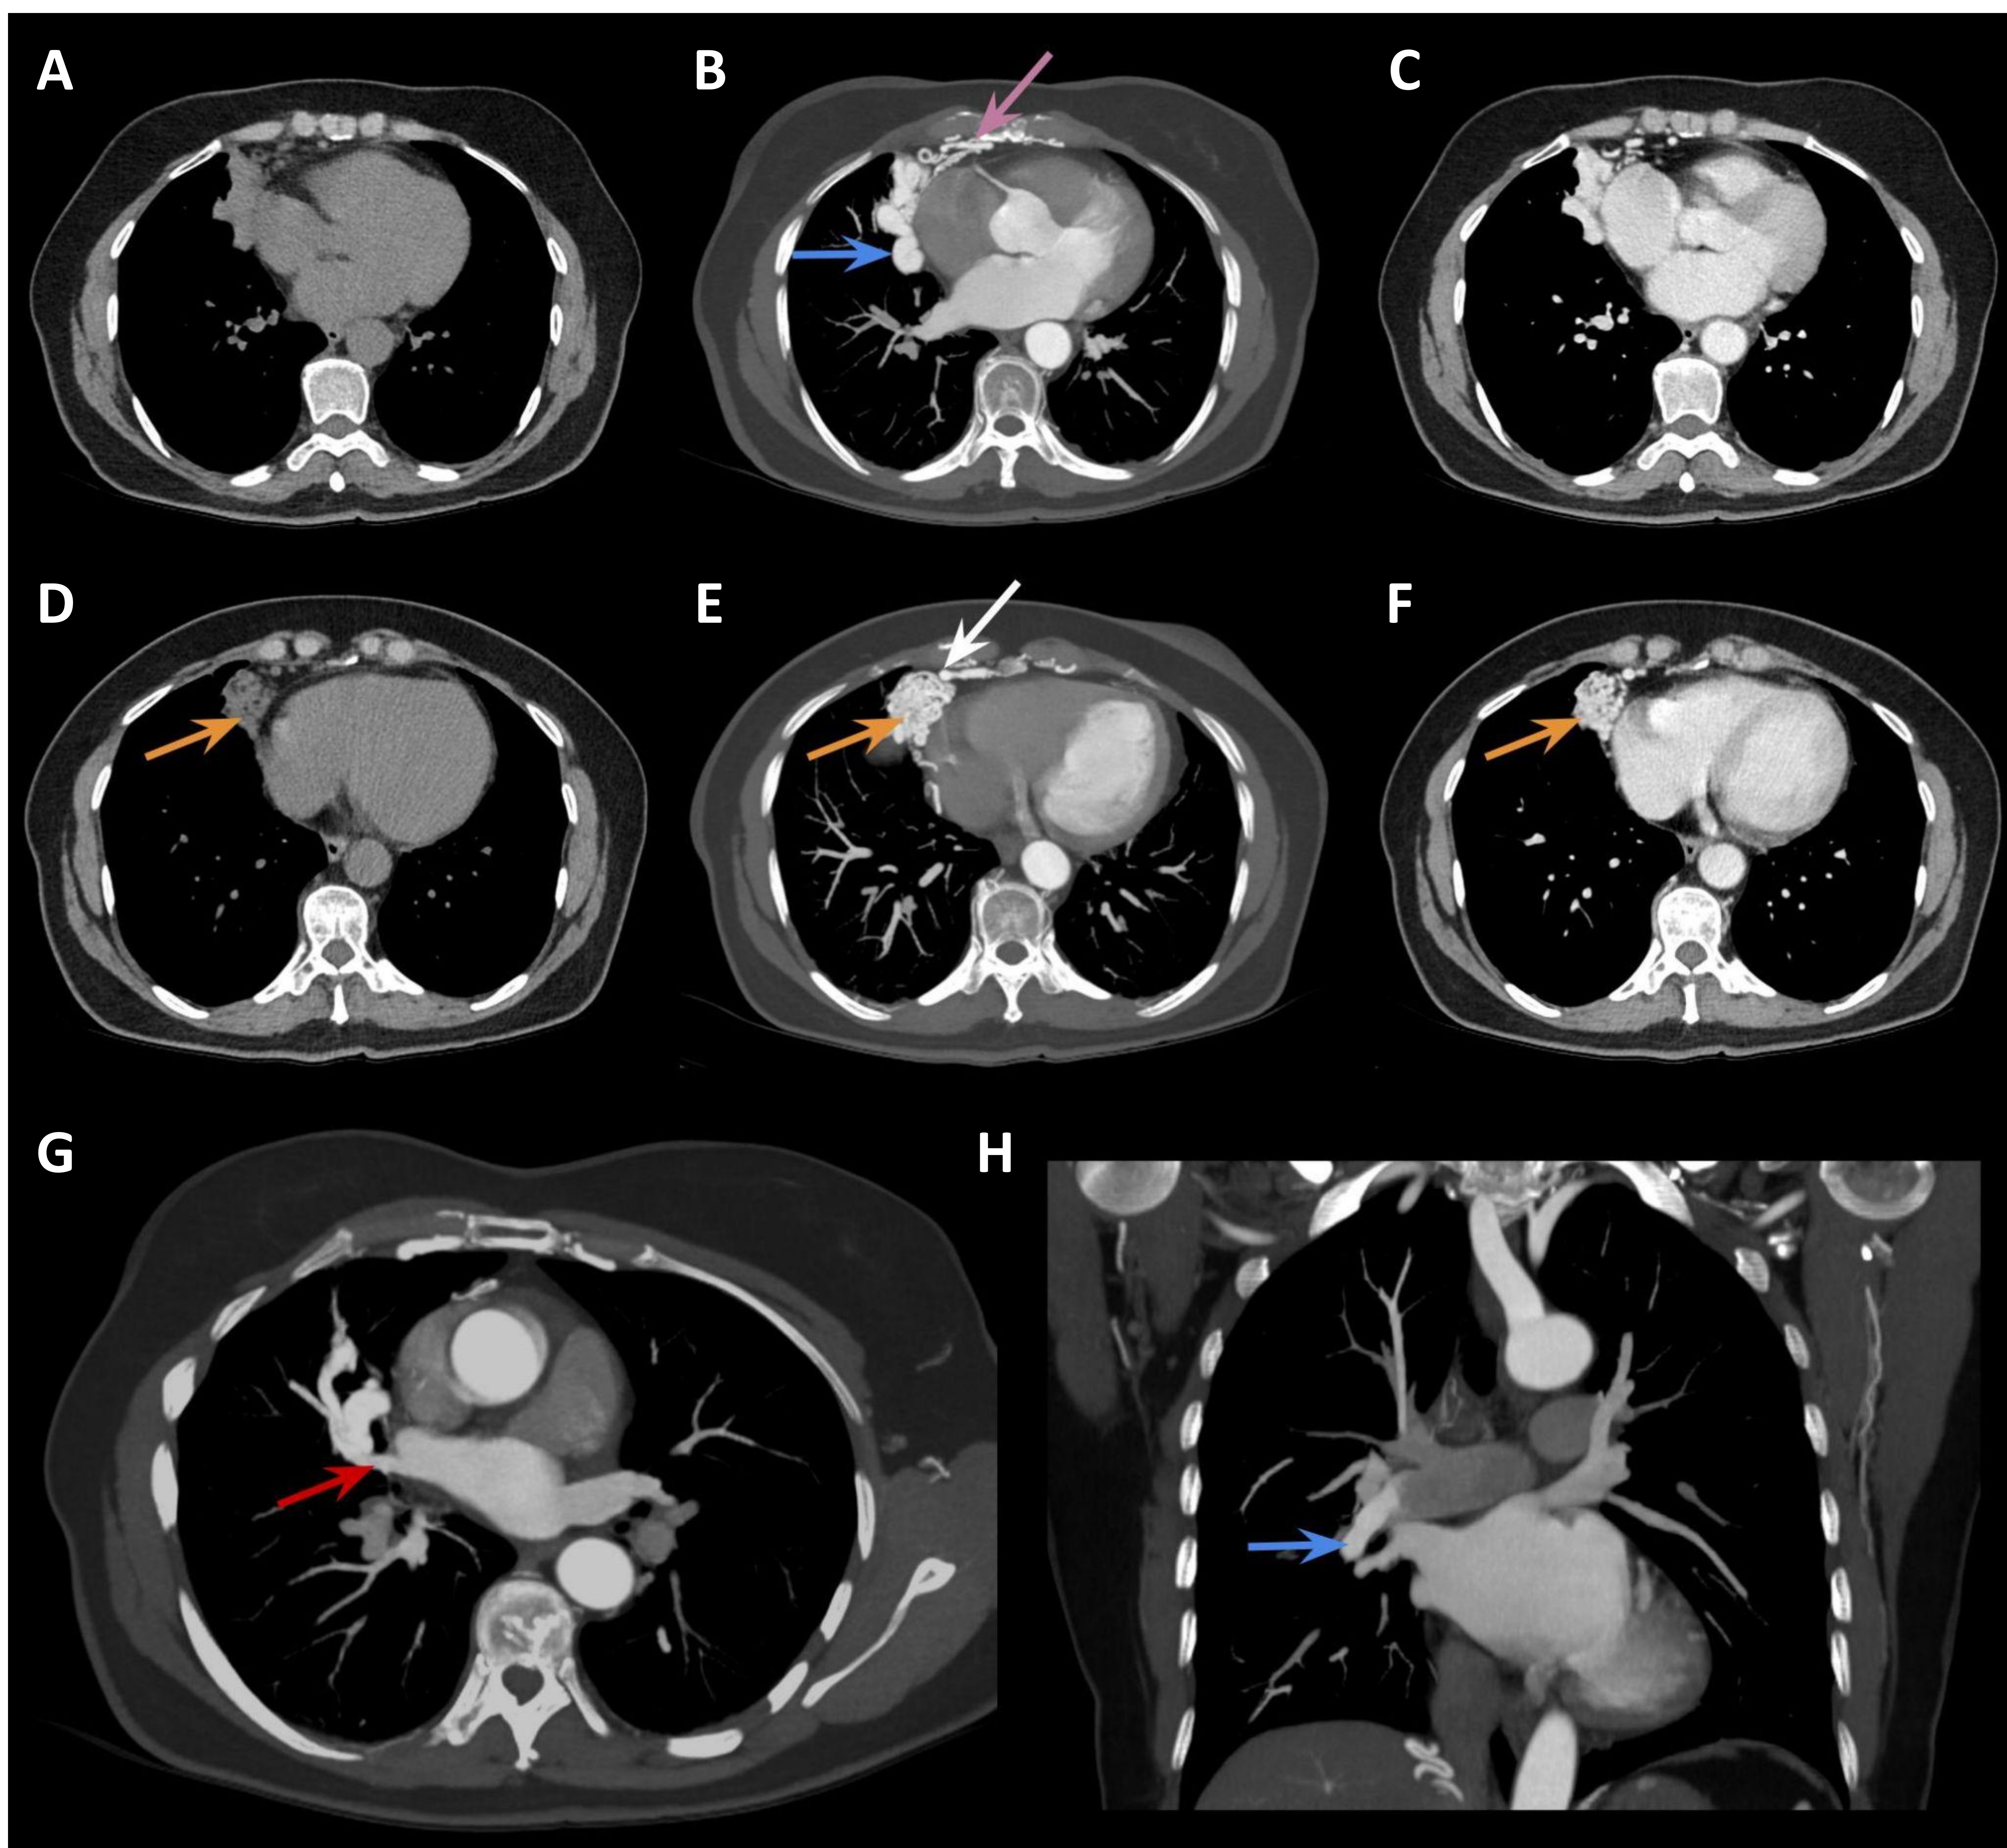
TC Tórax con ventana de mediastino sin (A y D) y con contraste yodado IV en fase arterial (B y E) y venosa (C y F). Cortes axiales y reconstrucciones con MIP axial orientada al origen de la vena pulmonar superior derecha (G) y coronal (H). MAV mediastínica compleja en receso cardiofrénico derecho con un nidus de 39x38mm (flecha amarilla). Presenta aportes vasculares con dilataciones varicosas dependientes de la arteria lobar media e interlobar (flechas azules) y de circulación sistémica a expensas de arteria mamaria interna (flecha rosa), intercostales (flecha blanca) y una rama directa de la aorta abdominal (no mostrado), con drenaje venoso principal en vena pulmonar superior derecha (flecha roja).
